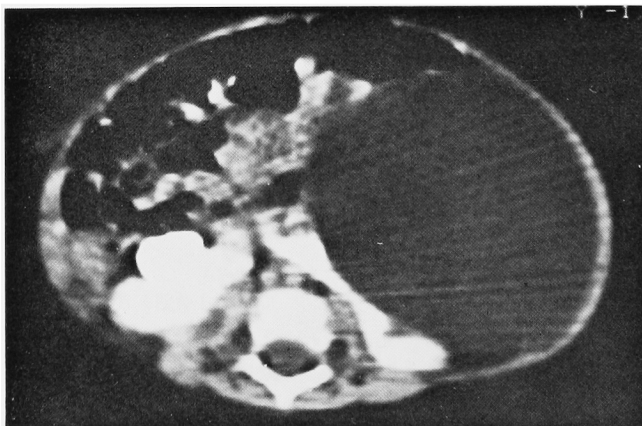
A CT scan shows a large mass with homogeneous low density contents.
